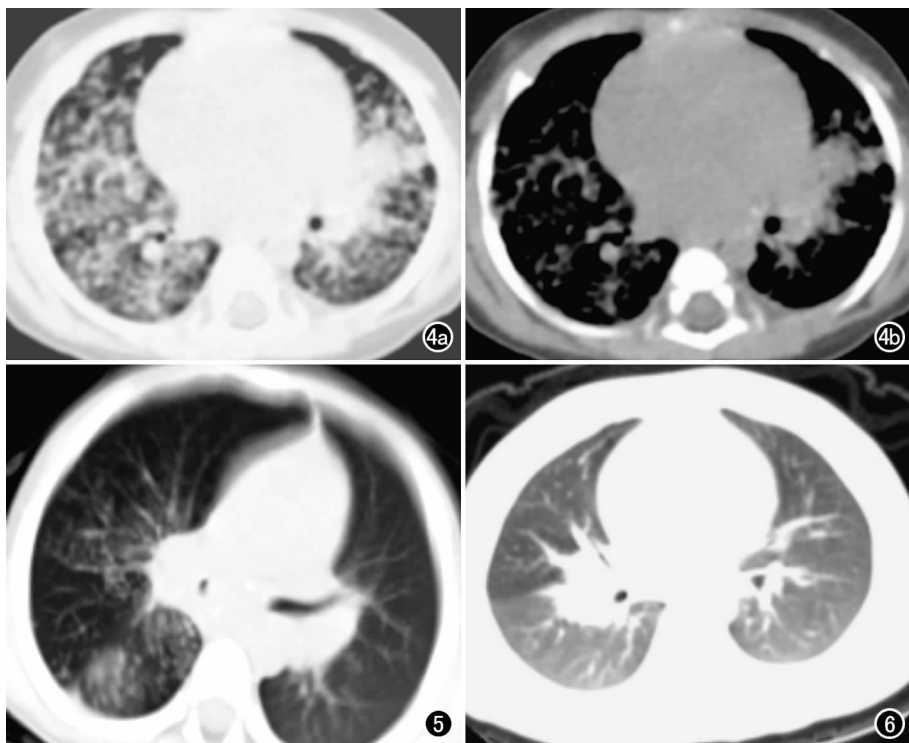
女, 1.5 岁, 发热、咳嗽 1 周余。a) 下肺静脉层面 CT 平扫肺窗示双肺多发结节, 大小不一; b) 同层面纵隔窗示肺门、纵隔淋巴结钙化。图 5 男, 1.8 岁, 低热、干咳 1 个月, 肺门层面横轴面肺窗示右肺门淋巴结肿大并沿淋巴管向外生长的条索病灶, 类似于发芽的土豆, 右下支气管狭窄, 合并肺内多发结节。图 6 女, 8 个月, 咳嗽 1 周, 下肺门层面横轴面肺窗示右肺门淋巴结肿大, 周围网格灶, 右下肺磨玻璃密度灶。
